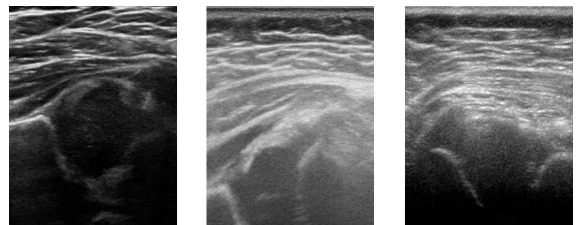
Comparison of ultrasound scans
